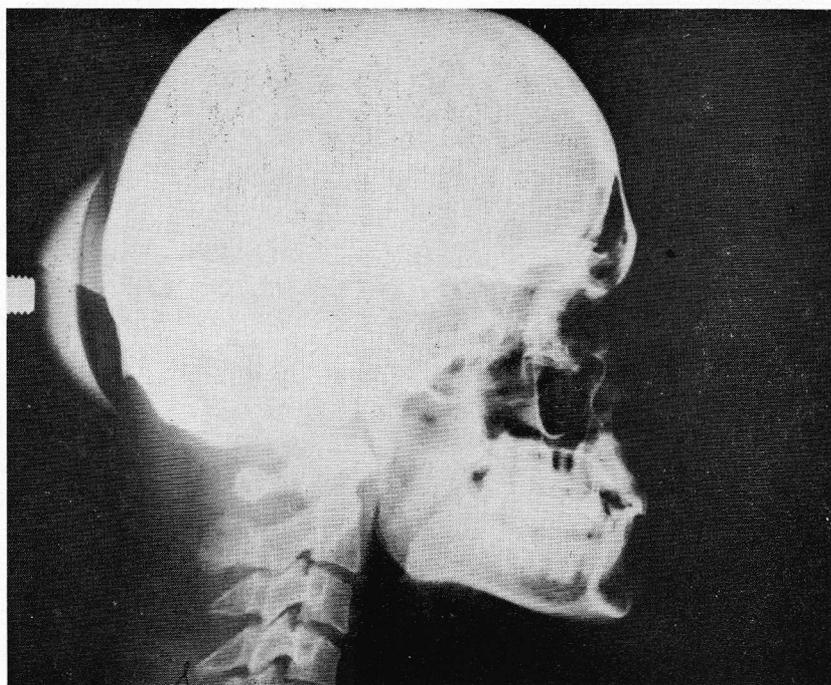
Cliché téléradiographique de profil d'un sujet adulte de sexe masculin.
